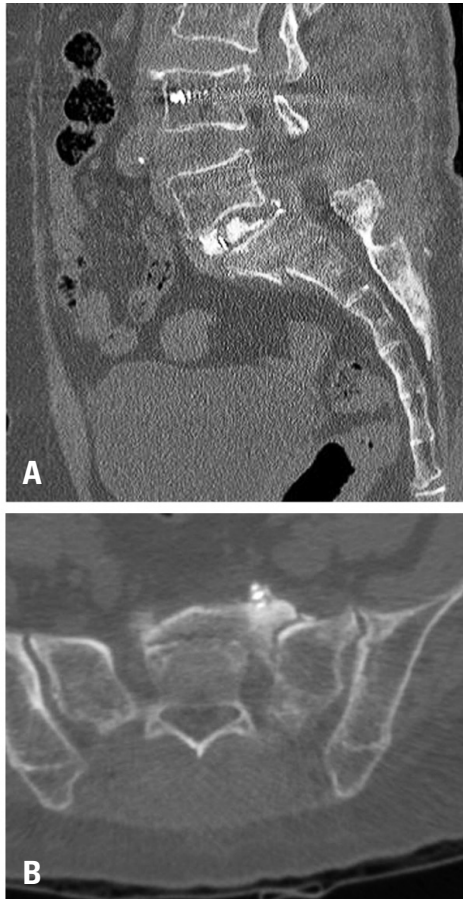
(A) Sagittal and (B) axial computed tomography images taken 4 weeks after the first operation show a displaced sacral stress fracture just beneath the S1 pedicle screws.
